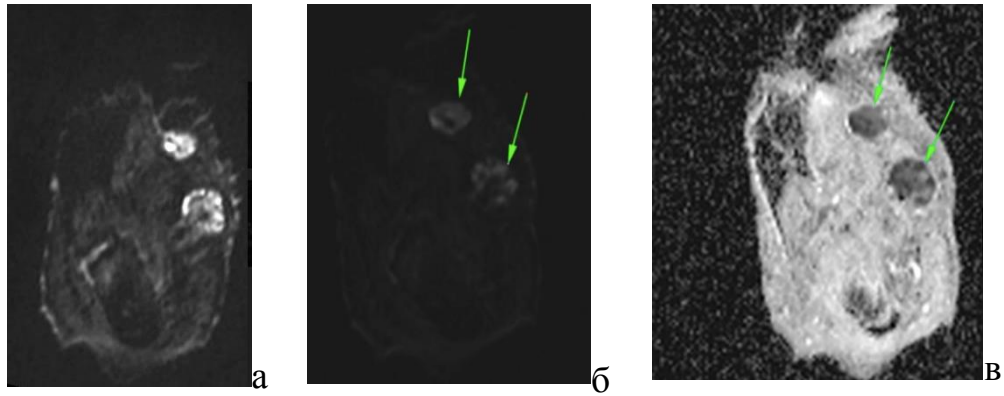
Пациент Ж., 37 лет. ДОАП. Хронический остеомиелит костей правой стопы, обострение. На МРТ ограничение диффузии в мягких тканях. А – диффузионно-взвешенное изображение с b-фактором 500 в плоскости длинной оси стопы; б – диффузионно-взвешенное изображение с b-фактором 1000 в плоскости длинной оси стопы; в – карта ИКД в плоскости длинной оси стопы. В зоне гиперинтенсивного T2-сигнала от костного мозга определяется гиперинтенсивный сигнал на диффузионно-взвешенном изображении с одновременным снижением интенсивности сигнала на карте ИКД, что является признаком ограничения диффузии протонов в исследуемой среде
